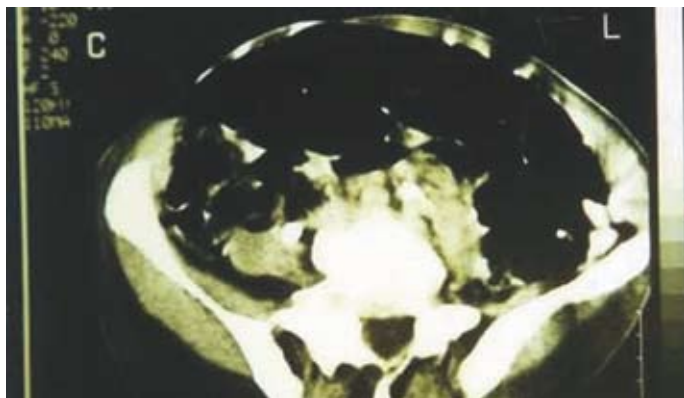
Abdominal computed tomography showing metastatic areas in the spinal column and in paraaortic lymph nodes.
